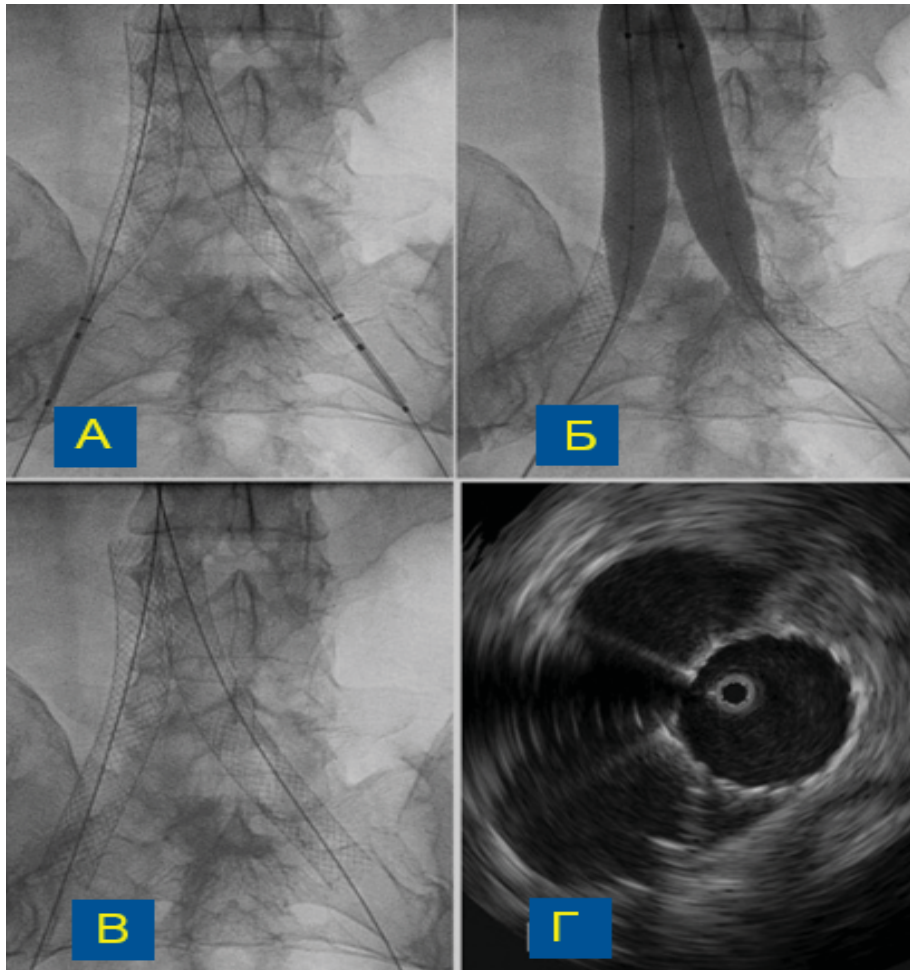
(А-Г). Стентирование нижней полой вены (НПВ) и подвздошных вен по технике «double barrels» с ВСУЗИ-контролем. Стенты выводятся из правой и левой ОПВ в нижнюю полую вену на одинаковое расстояние и затем одновременно раскрываются. Далее выполняется баллонная ангиопластика стентированных сегментов по технике «kissing».
